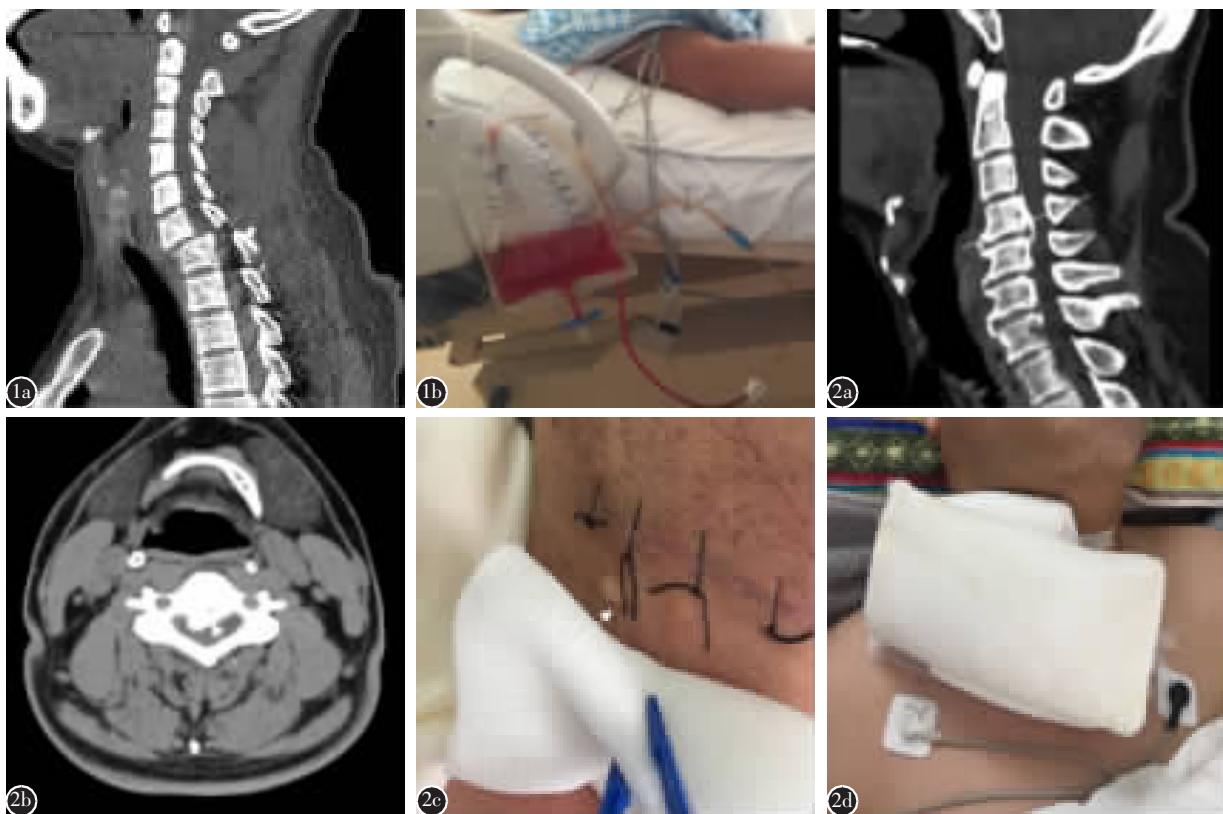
患者女,40岁 a 术前CT示C7椎体骨折 b 术后引流袋引流出大量淡血性液体 图 2 患者男,55岁,无骨折脱位颈髓损伤 a,b 术前CT示后纵韧带骨化 c 术中未发现脑脊液漏,术后第2天咳嗽后出现脑脊液漏 d 给予沙袋加压,1周后脑脊液不再漏出
